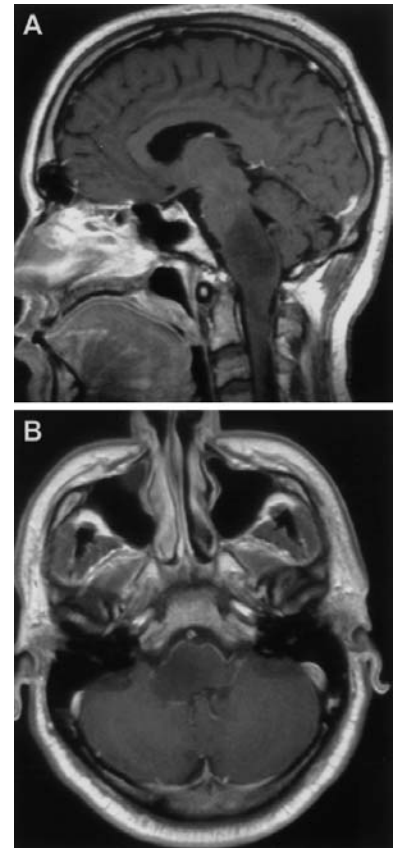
b ▲ MRT-Befund des Hirnstammtumors: sagittales (a) und axiales (b) MRT des Neurokraniums mit Kontrastmittel. Typische Darstellung eines diffusen intrinsischen Hirnstammglioms ohne Zeichen anaplastischer Veränderungen. Der Tumor reicht kranial von der hinteren unteren Pons durch die Medulla oblongata bis unter das Niveau des Foramen magnum (a). Nahezu der gesamte Querschnitt der Hirnstamms ist betroffen (b)
